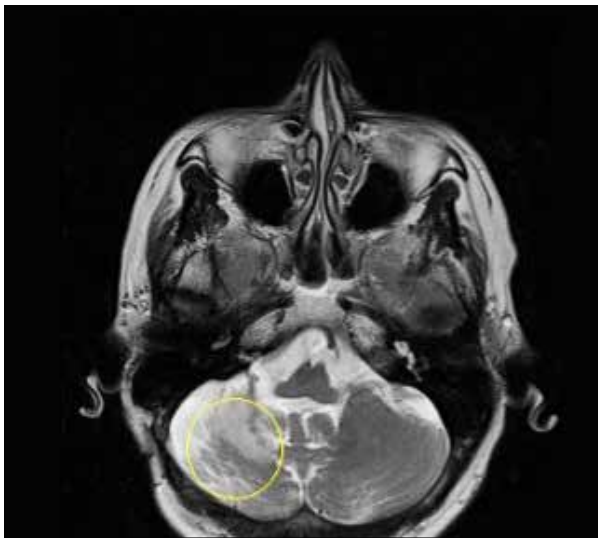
МРТ головного мозга от 04.05.2024 г., состояние после комбинированного лечения
